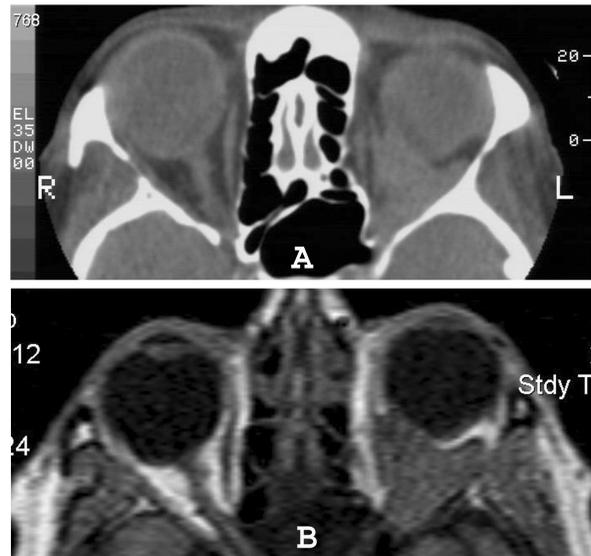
A: Tomografía computarizada de la órbita en decúbito supino que muestra el enoftalmos del ojo izquierdo y la presencia de una masa heterogénea densa e irregular retrobulbar. B: Resonancia magnética de la órbita llevada a cabo en decúbito prono que revela una lesión intraconal y extraconal que desplazaba el ojo hacia adelante en la órbita.
